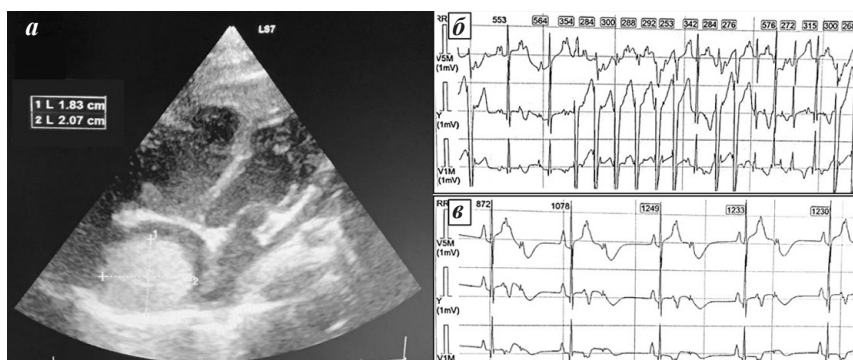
Эхокардиография(а) и фрагменты суточного мониторинга ЭКГ (б, в) мальчика К., 2 мес, с туберозным склерозом и фибрилляцией правого предсердия (объяснения в тексте).
